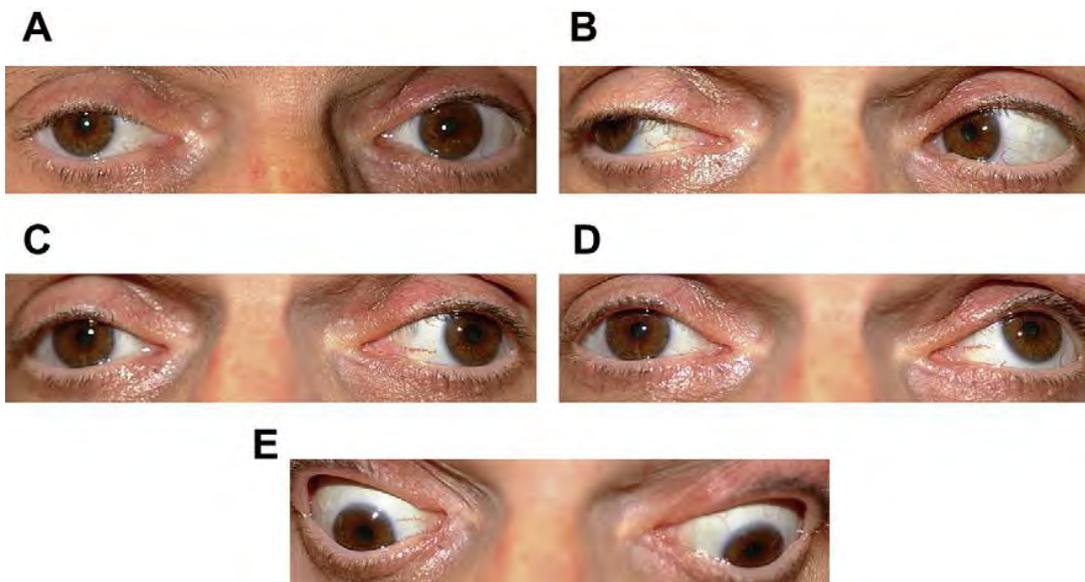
Una mujer de 55 años de edad, con parálisis del tercer nervio derecho parcial por micro vasculopatía debido a diabetes y la hipertensión. La resonancia magnética y la angiografía por resonancia magnética fueron normales. (A) Derecho ptosis sin midriasis en la posición primaria. (B) mirada normal de la derecha. (C) Disminución de la aducción a la derecha en mirar hacia la izquierda. (D) Disminución de la elevación a la derecha en la mirada hacia arriba. (E) La disminución de la depresión a la derecha en la mirada hacia abajo. La motilidad se normalizó el plazo de 8 semanas.
